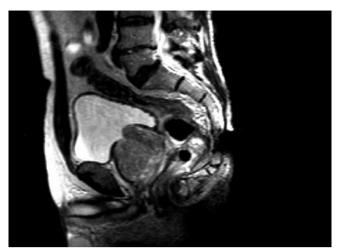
Больной Б. МРТ таза
